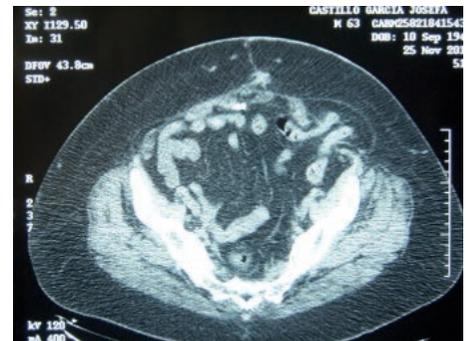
TAC de una hernia encarcelada. Se aprecia el sigma atravesando la pared abdominal hasta el músculo oblicuo externo.
